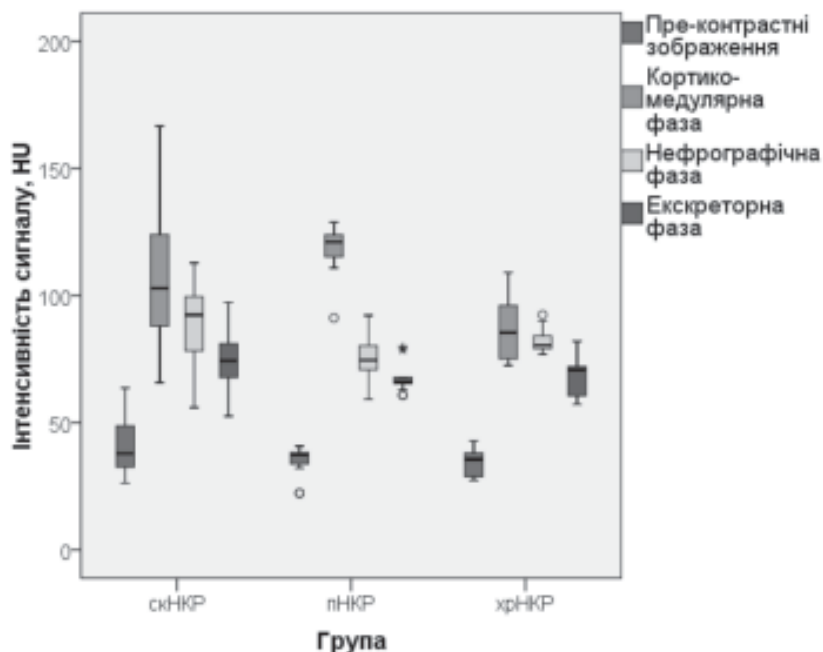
Коробкова діаграма променевої щільності гістологічних підтипів солідного НКТ на КТ-зображеннях різних фаз
